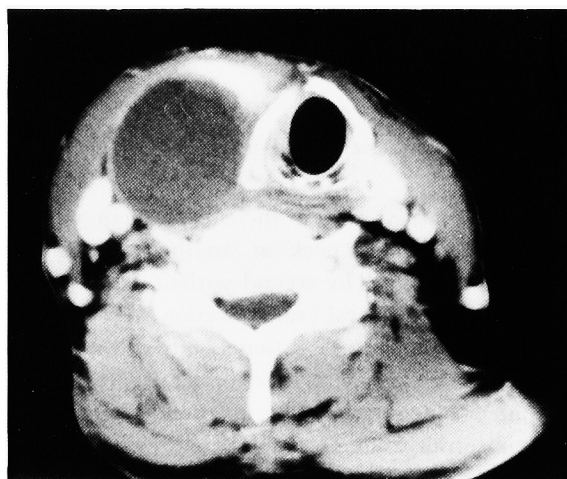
Contrast-enhanced computed tomographic (CT) scan of the neck showed cystic mass lesion on the right side.
